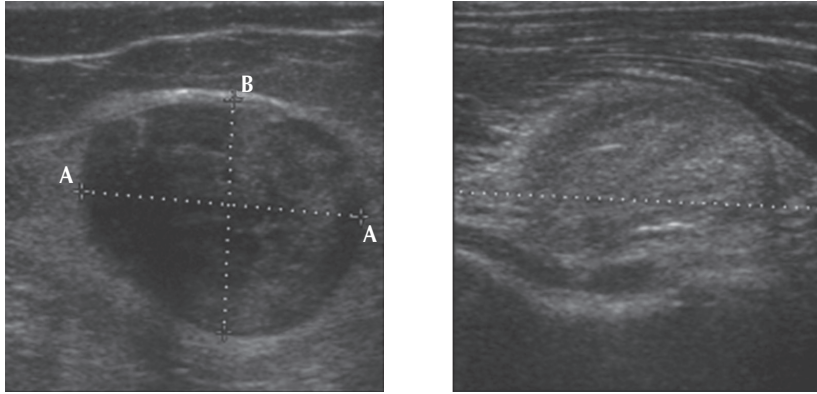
УЗИ объемного образования локтевого нерва
